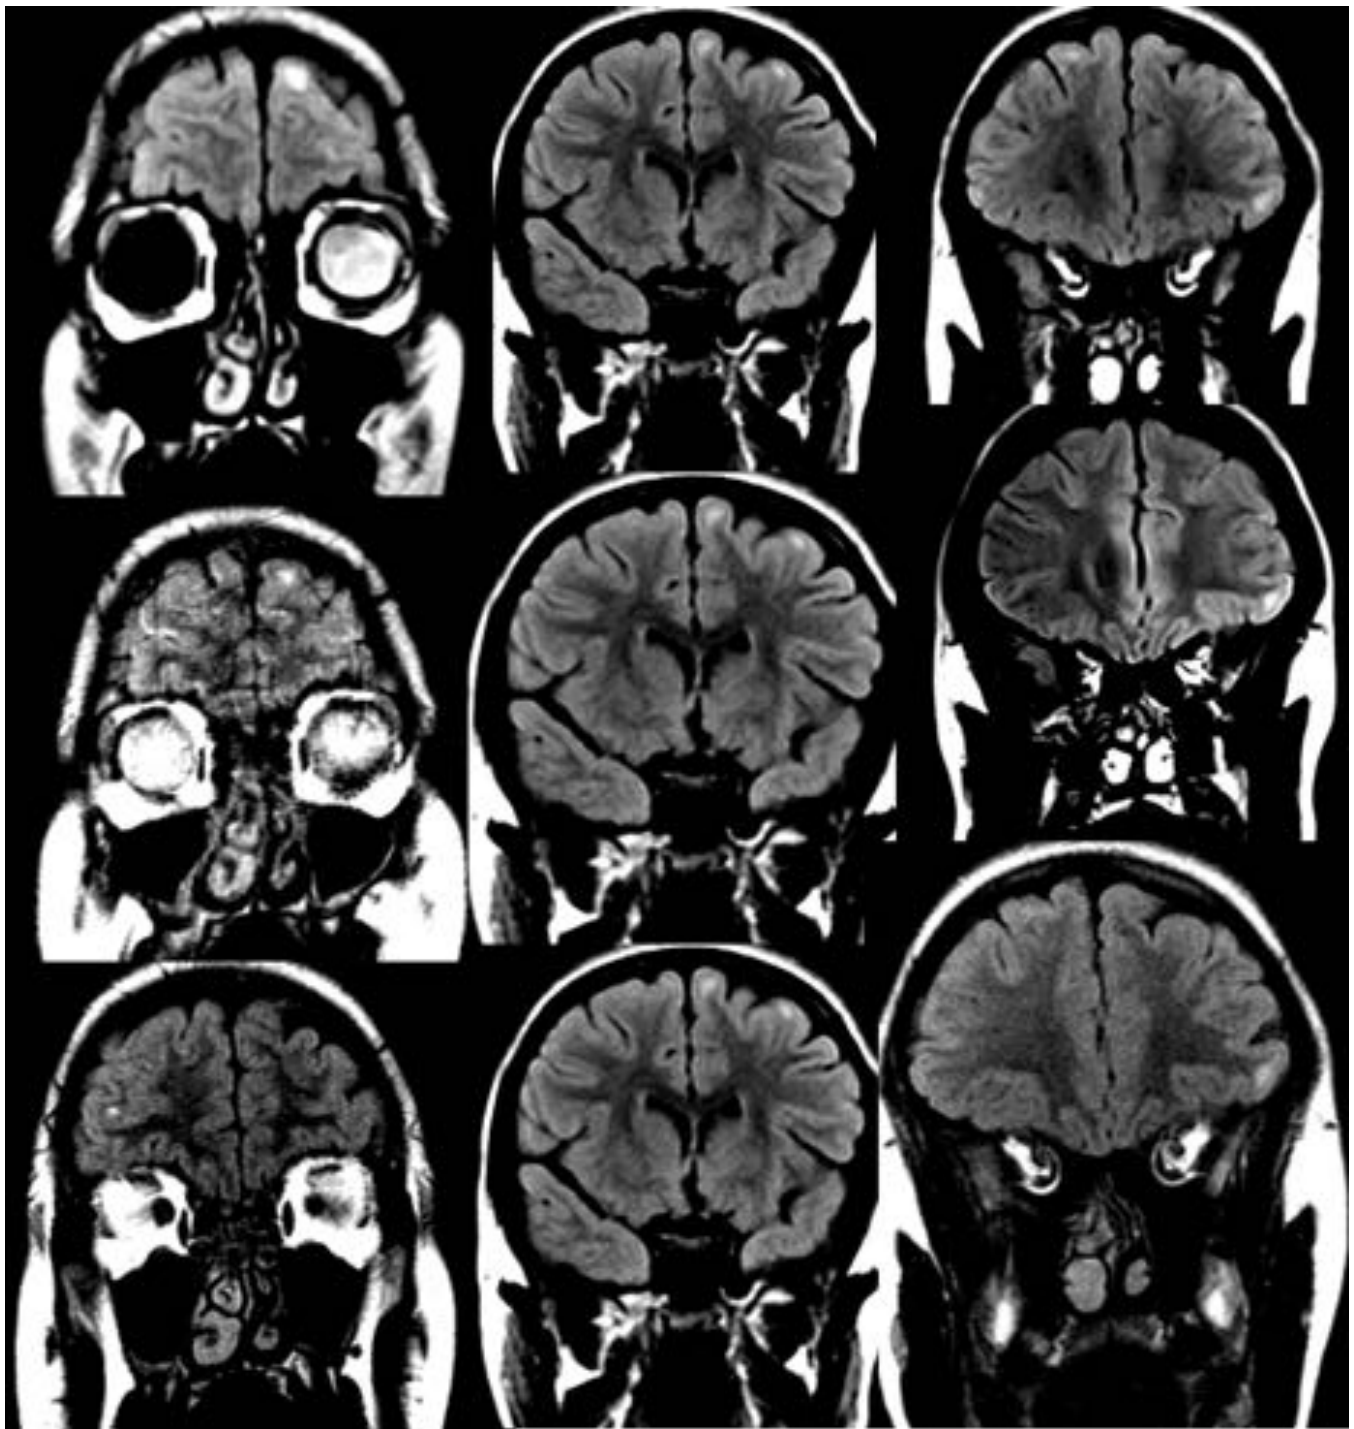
RM imágenes T2 FLAIR. Corresponden a la paciente de 15 años de sexo femenino referida en la figura 1. Observe la persistencia de las lesiones en los controles realizados en 2008 (primera línea), 2010 (segunda línea) y 2014 (tercera línea).
